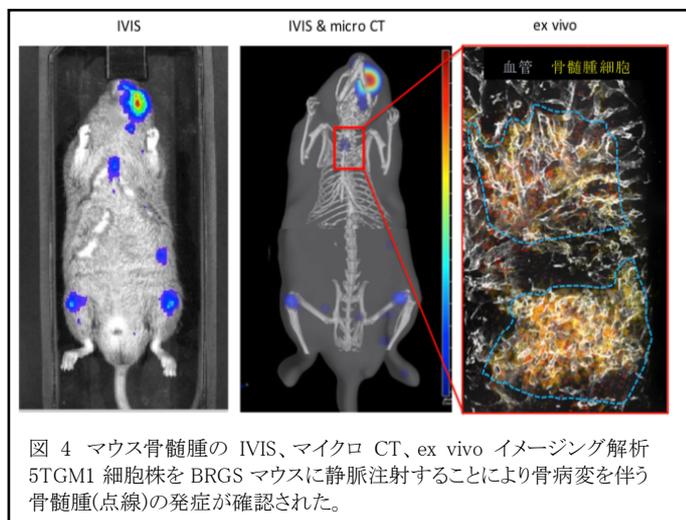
マウス骨髄腫の IVIS、マイクロ CT、ex vivo イメージング解析 5TGM1 細胞株を BRGS マウスに静脈注射することにより骨病変を伴う骨髄腫(点線)の発症が確認された。
